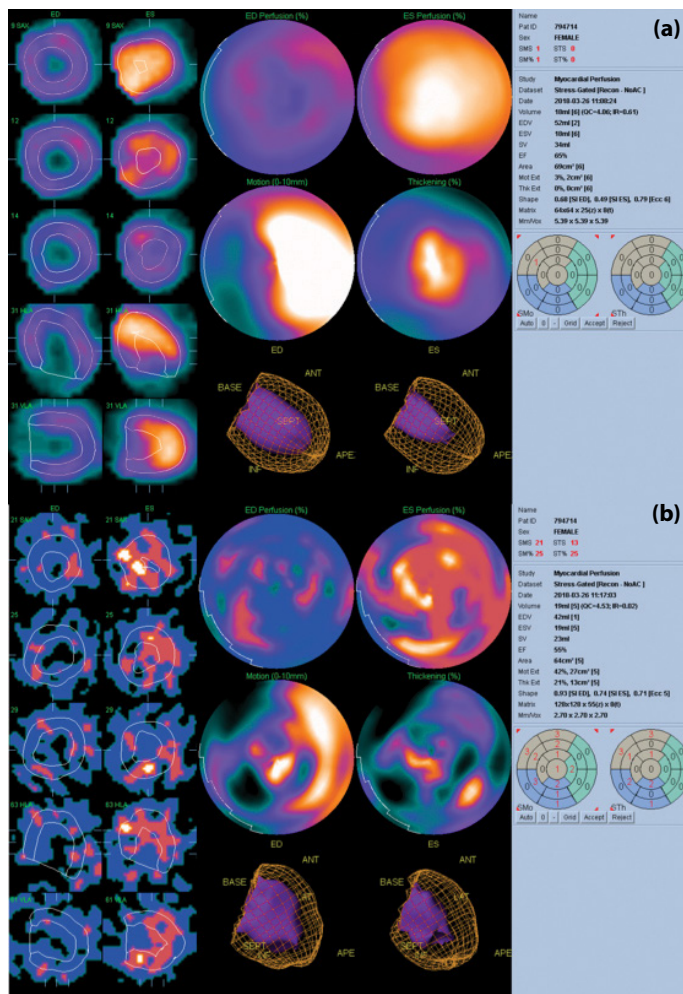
Fifty-three years old female patient referred to our department for myocardial perfusion scintigraphy had imaging on 64x64 matrix. (a) Left ventricle EF value was calculated as 65% using stressed images. (b) EF was calculated as 55% for the same patient from images taken on 128x128 matrix.
